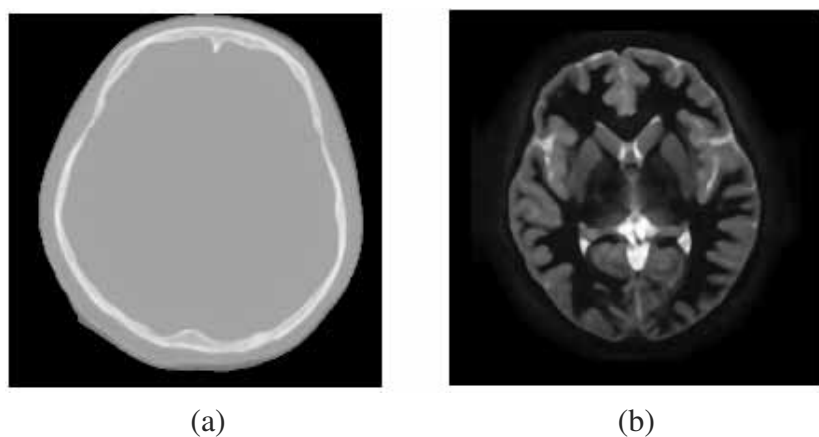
非刚体MRI到CT图像配准数据。(a) CT数据；(b) MRI数据
